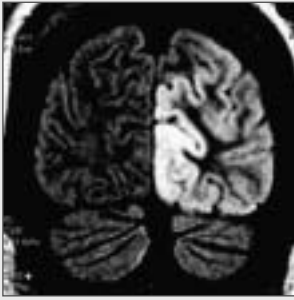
MRI der Patientin 1 während einer „stroke like episode“ mit links-okzipito-temporalen, sich nicht an die Gefäßterritorien haltender Pathologie, die sich in der Diffusionswichtung als hyperintenser Bezirk darstellt.
